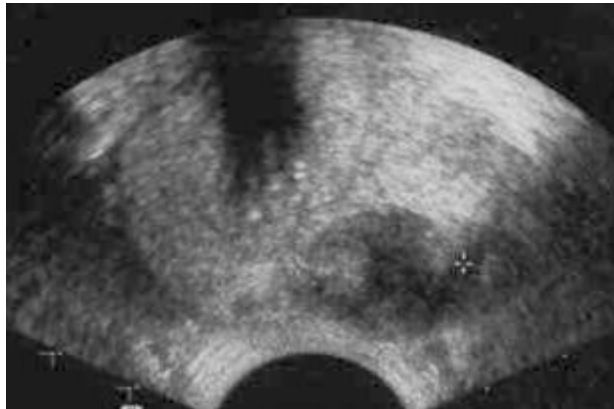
Aspect échographique (TRUS) d'un nodule hypoéchogène en zone périphérique.
